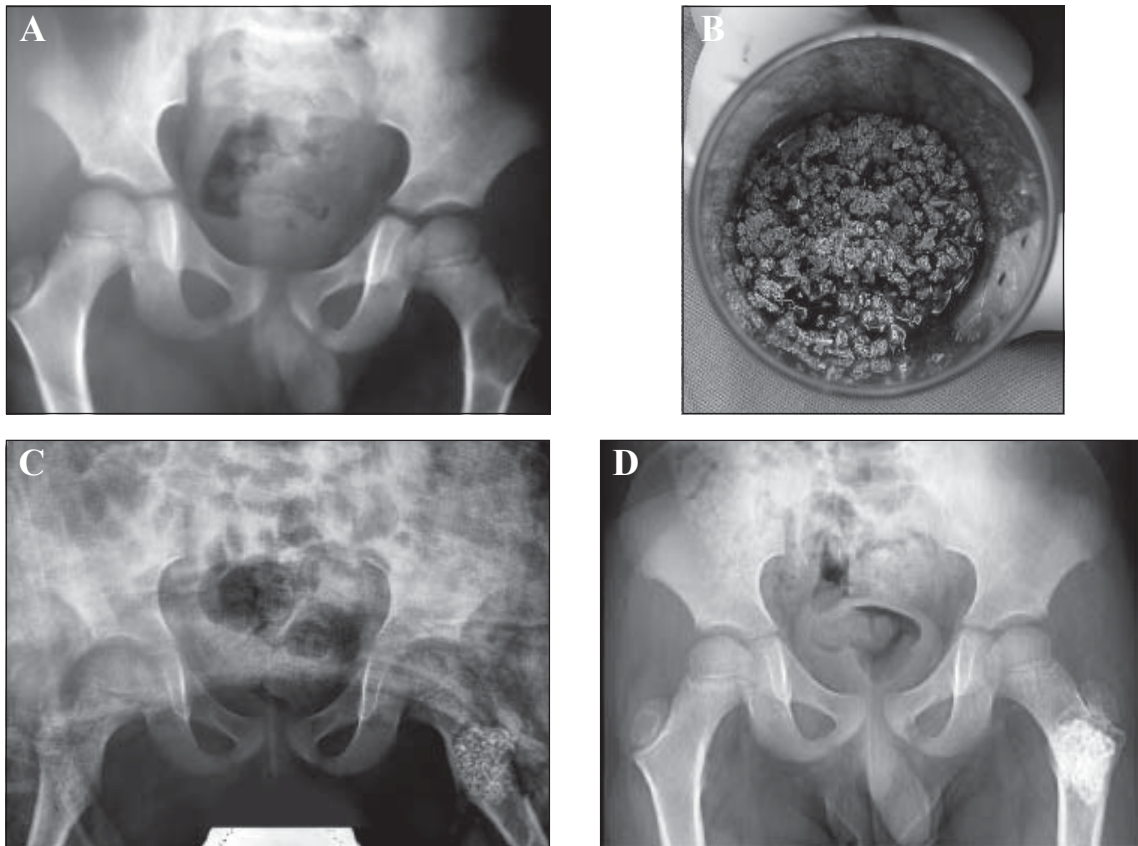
1A: Radiografía preoperatorio muestra lesión lítica en fémur proximal izquierdo, compatible con quiste óseo simple; 1B: Gránulos de MBCP con médula ósea autóloga; 1C: Radiografía de pelvis postoperatoria inmediata. 1D: Radiografía a los 12 meses de evolución, muestra relleno y remodelación completo.
